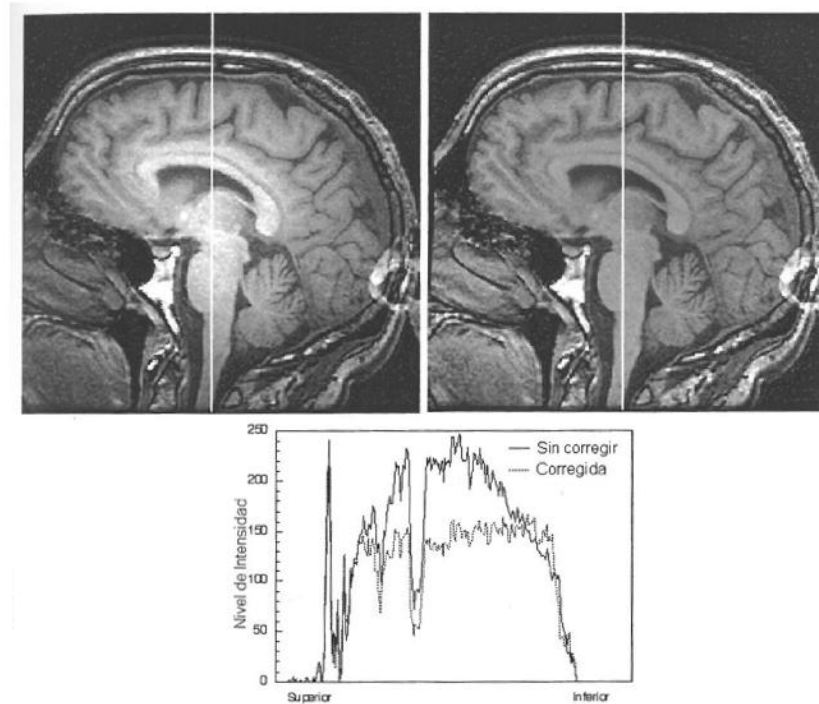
La imagen superior izquierda muestra una MRI con artefacto de inhomogeneidad de intensidad sin corregir. La MRI corregida puede verse en la imagen superior derecha. La gráfica interior representa la comparación entre el perfil de intensidades de la línea blanca de las imágenes sin corregir (línea continua superior) y corregida (línea punteada inferior). Las intensidades corregidas presentan una menor variación [7].
